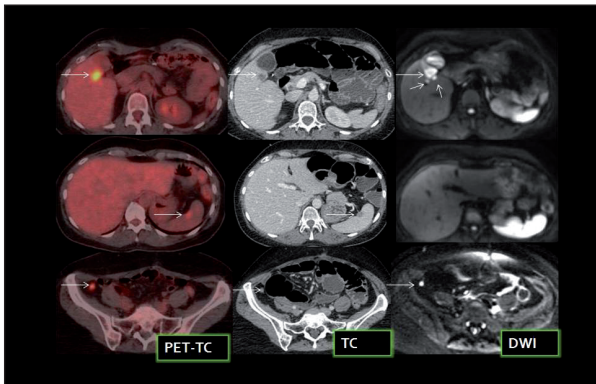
Recidiva peritoneal en paciente con cáncer de ovario y aumento del nivel de CA-125. La imagen sirve para comparar las diferentes técnicas (PET-TC, TC Y DWI). En la primera fila se evidencia una única lesión demostrable en CT y PET-TC (flecha), planteándose el diagnóstico diferencial entre implante subcapsular o metástasis hepática. La DWI demuestra 3 lesiones, confirmando que se trata de implantes en el ligamento hepatoduodenal en vez de metástasis hepáticas. En la segunda fila se evidencia un implante en hilio esplénico, claramente visible en PET-TC. No se identifica en DWI, debido a la hiperintensidad fisiológica del bazo en esta secuencia. La tercera fila muestra un implante en FID de 5 mm, claramente visible tanto en PET-TC como en DWI, evidenciando la alta sensibilidad de ambas técnicas.
